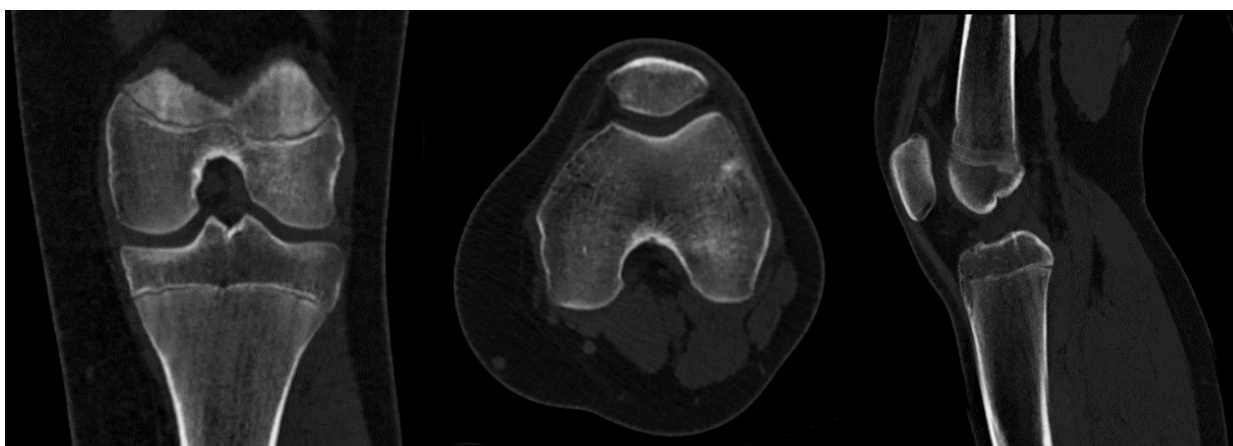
Компьютерная томограмма ребенка с блоком левого коленного сустава. Свободные костно-хрящевые фрагменты, переломы не определяются.
